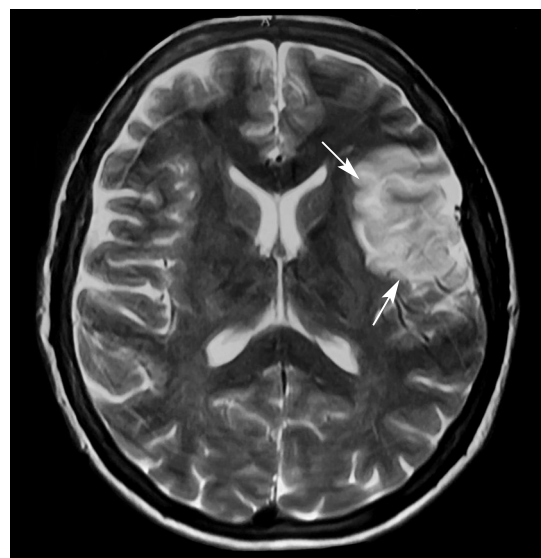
Компьютерная томограмма головного мозга пациентки (стрелками указана область ишемии в правой теменной области)
